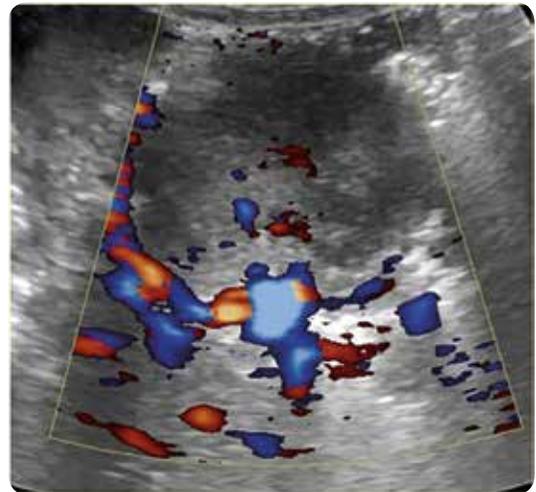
Ecografía de abdomen total, escala de grises, modo B. Masa probablemente dependiente de la glándula suprarrenal izquierda, de aspecto sólido, ecogenicidad heterogénea, contornos definidos, con flujo de predominio periférico posterior a la aplicación de Doppler color.
